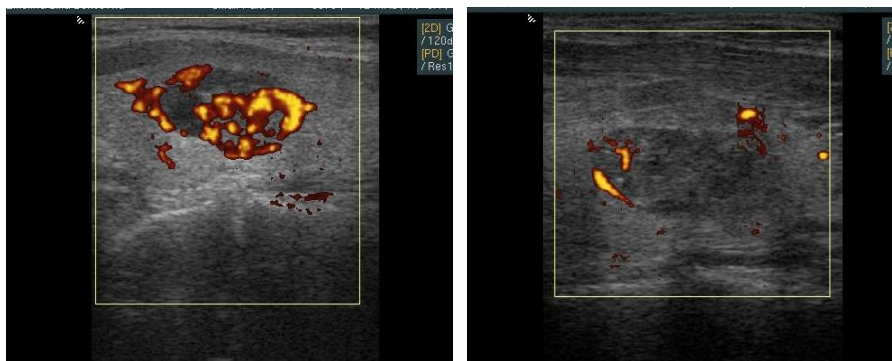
Больной М., 48 лет. УЗИ щитовидной железы в режиме ЭДК: интенсивность кровотока в автономно функционирующем узле до (слева) и после (справа) радиочастотной абляции
